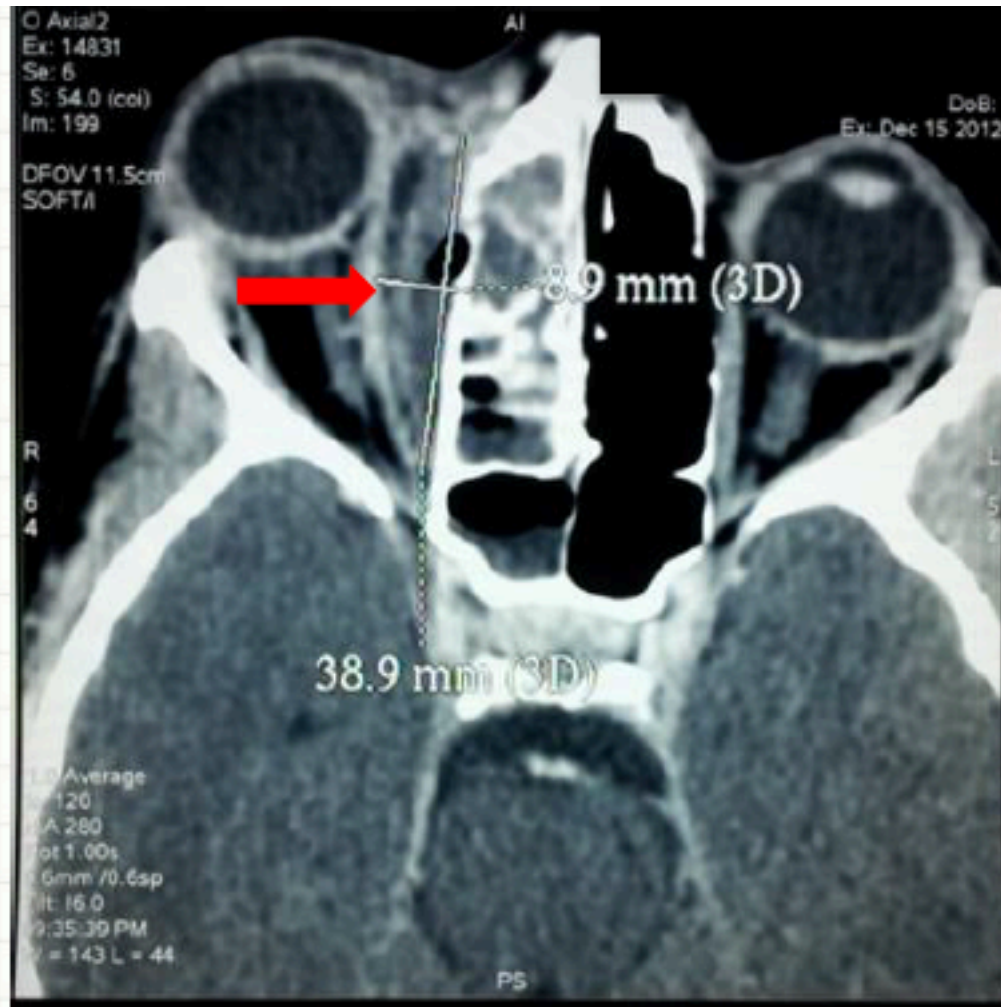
TDM du massif facial en coupe axiale : abcès sous périoste interne (→) (stade III de Chandler) compliquant une ethmoïdite
